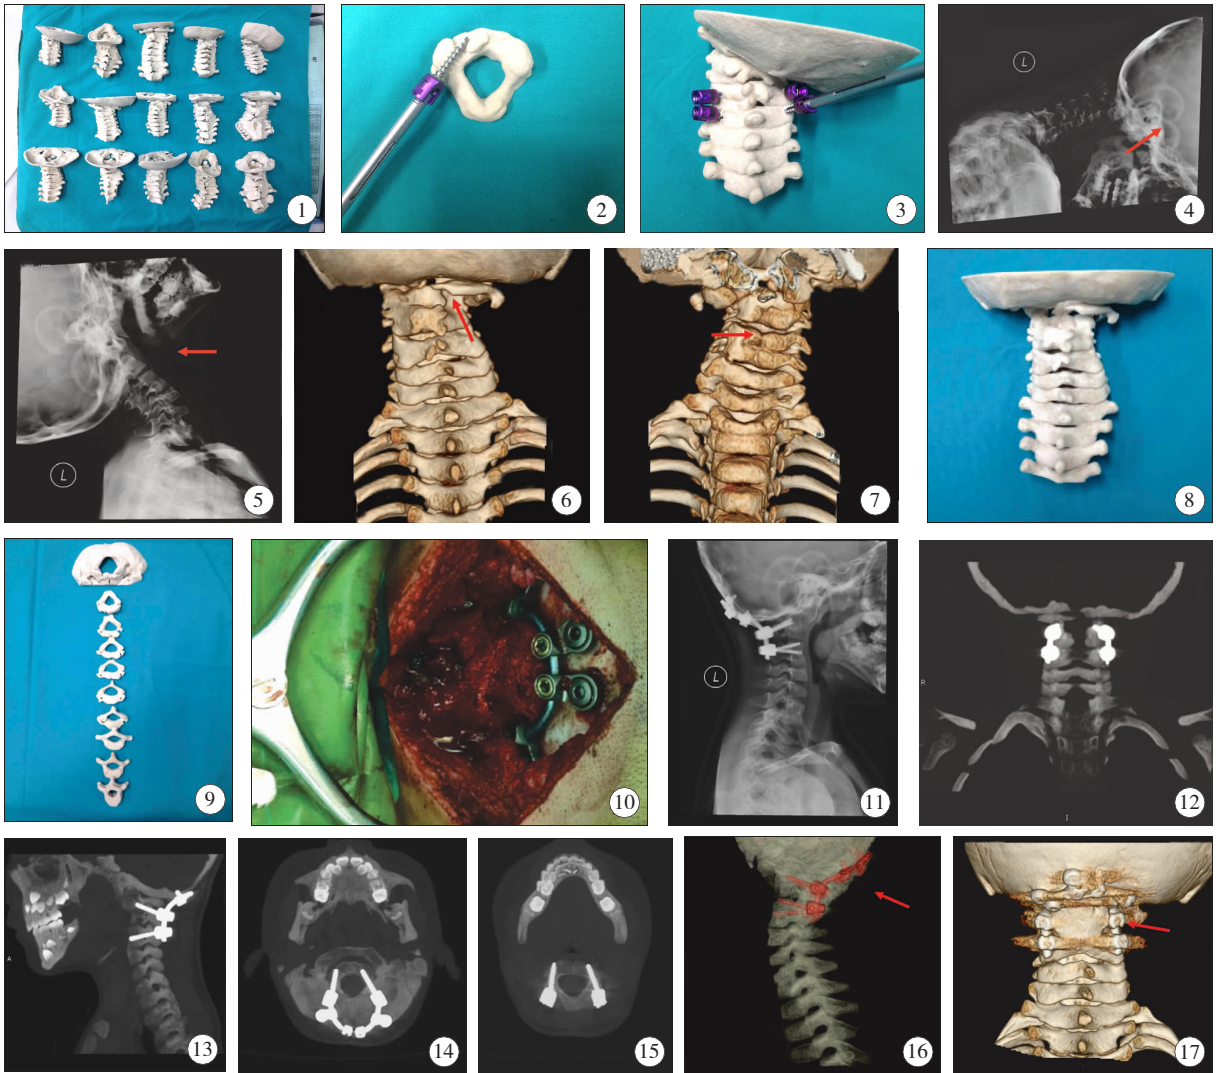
颈椎畸形 3D 打印模型; 图 2、3 术前模拟置钉; 图 4、5 术前 X 线片:寰枢椎不稳定; 图 6、7 术前三维 CT 重建:寰枕融合,左侧寰椎后弓缺如,寰枢椎不稳,颈 2、3 融合,颈 4、5 融合; 图 8、9 3D 打印模型; 图 10 术中枕颈固定植骨融合; 图 11 术后 X 线片:寰枢椎复位,枕颈固定良好; 图 12、13 术后 CT:螺钉植入位置满意; 图 14、15 CT 示:螺钉植入 C2、4 椎弓根位置满意; 图 16、17 术后 CT 三维重建,枕颈固定良好,植骨融合满意。
